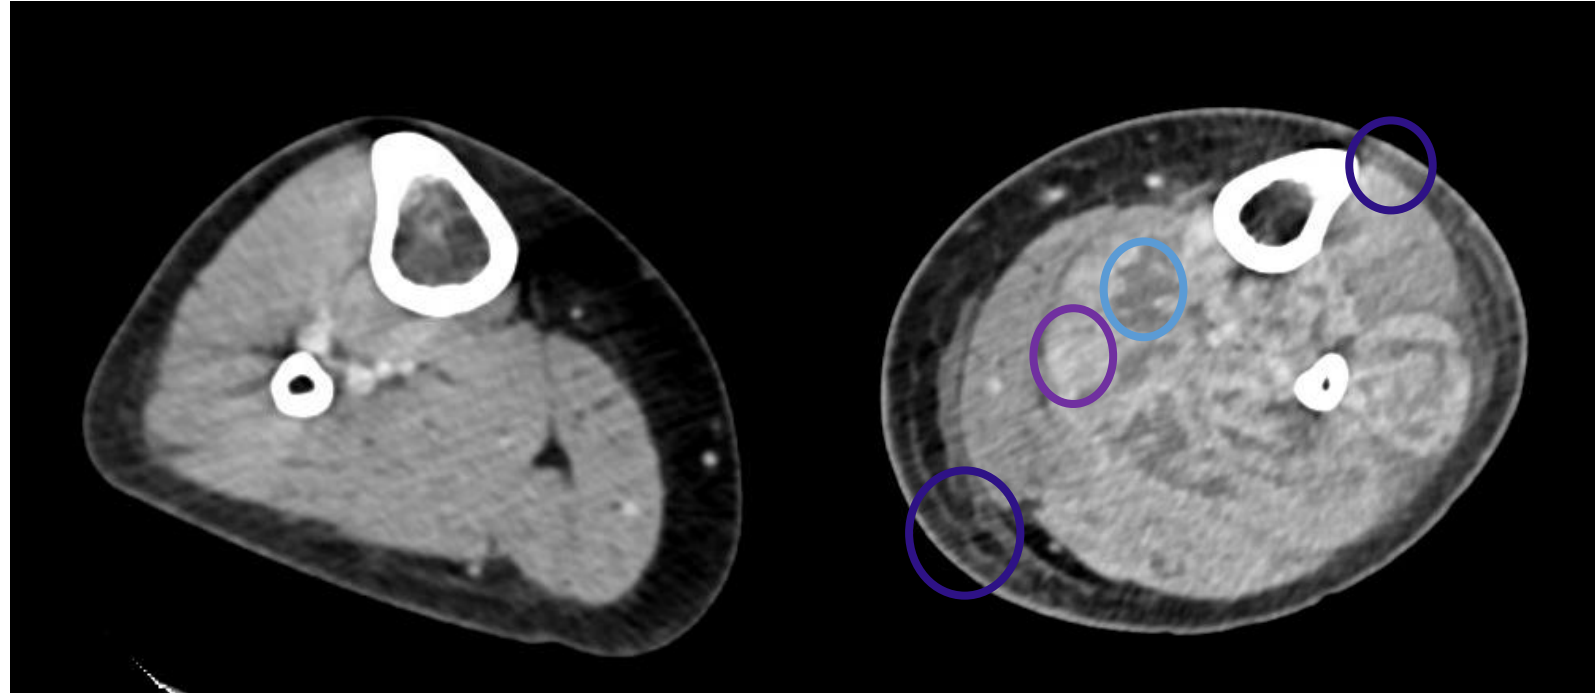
TC con contraste de ambas piernas: en los compartimentos posteriores de la izquierda se observan áreas hipercaptantes en relación a isquemia y áreas sin captación de contraste en relación a necrosis. Además, el gemelo interno y los músculos del compartimento anterior presentan cambios por edema y se observan bandas de líquido en tejido celular subcutáneo y piel.
